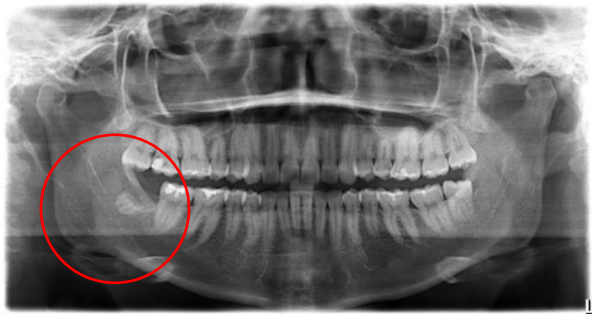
Ortopantomografía posterior a la cirugía de coronectomía, se observa el corte de la corona con un borde agudo el cual pudo ser producto de la complicación presentada durante la cirugía. Las estructuras adyacentes no se observan dañadas.
